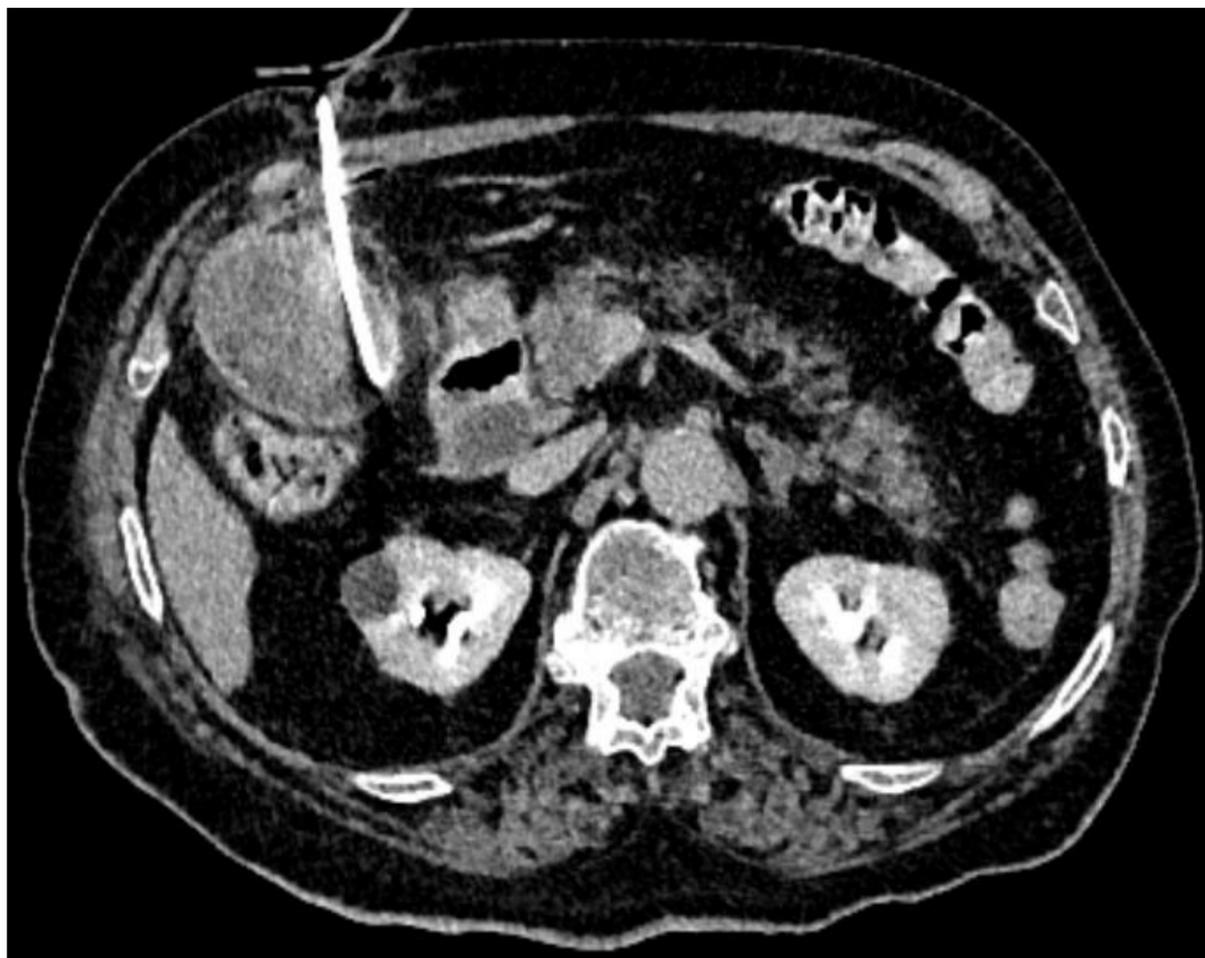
TC. Colocación del drenaje.
